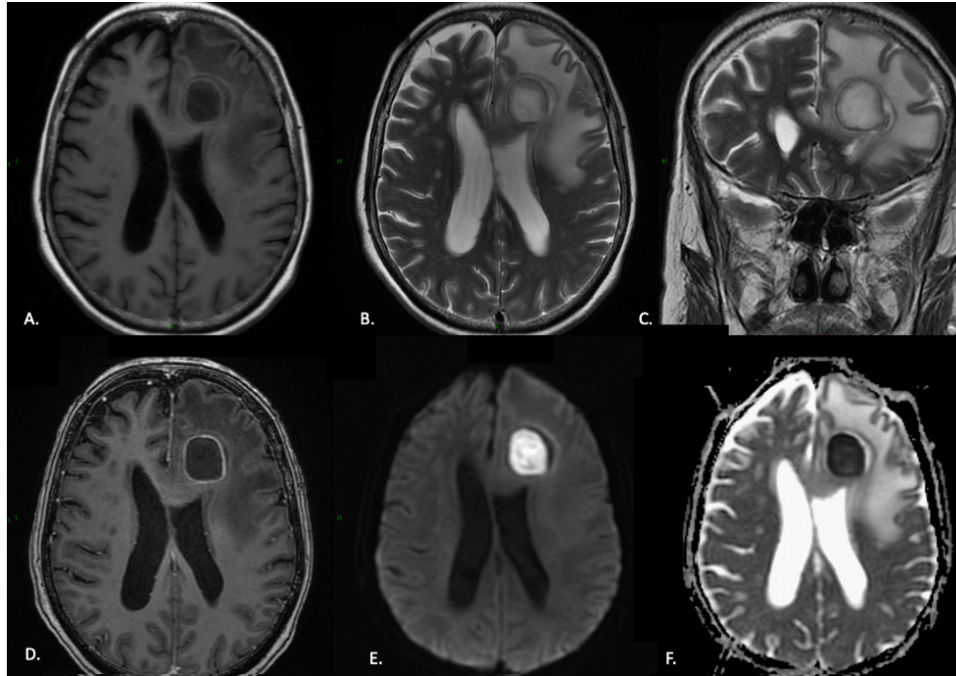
Absceso piógeno de localización frontal izquierdo por Nocardia. T1 (A), T2 axial (B), T2 coronal (C), T1 con gadolinio (D), Difusión (DWI /b 1000) (E) y Coeficiente de difusión aparente (ADC) (F). La secuencia T1 muestra la cápsula del absceso hipointenso (A), signo del doble anillo en secuencia en T2 (B y C) con edema vasogénico circundante; en la secuencia T1 con gadolinio, se identifica realce en anillo (D) y el componente central de la lesión muestra intensidad de señal alta en la imagen DWI (E) e hipointensa en el mapa ADC (F), hallazgos compatibles con difusión restringida ($ADC = 0.546 \times 10^{-3} \text{ mm}^2/\text{s}$).
